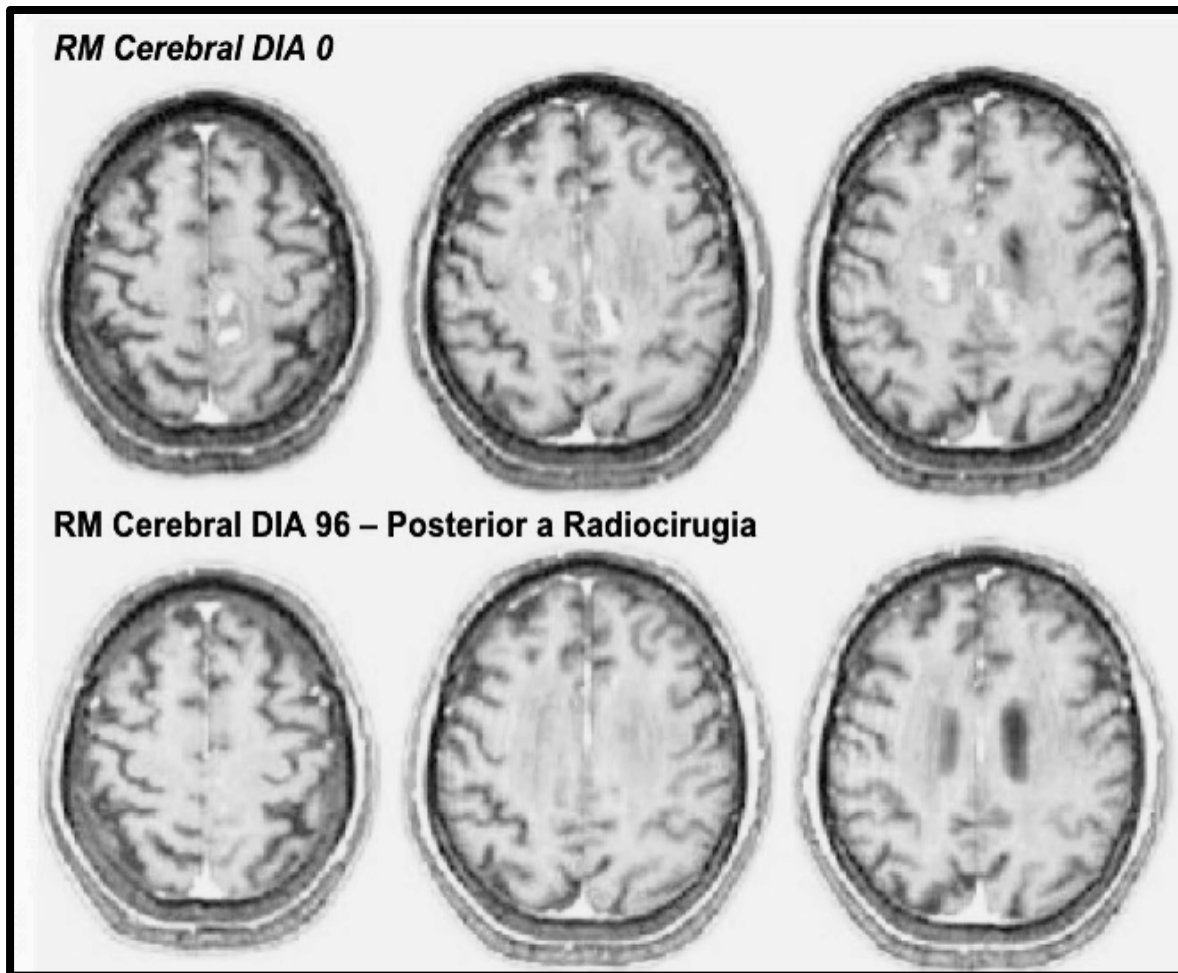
Resonancia Magnética Cerebral: Pre y Post tratamiento con Radiocirugía Gamma Knife.
